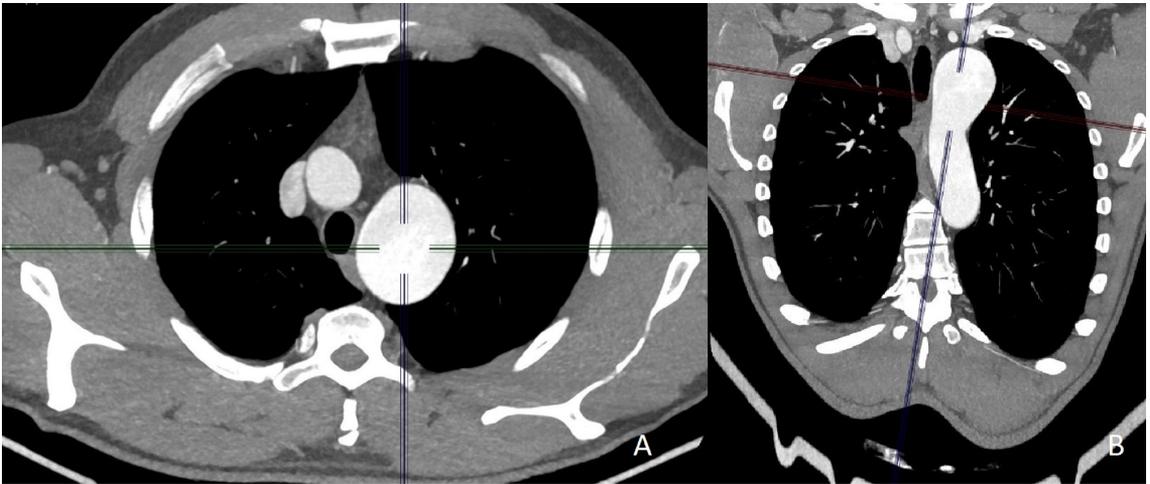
A e B) Imagens dos cortes transversais da angiotomografia pré-operatória da aorta, evidenciando aneurisma do arco aórtico com comprometimento da artéria subclávia esquerda, com diâmetro transversal máximo de 4,2 x 4,1 cm.
